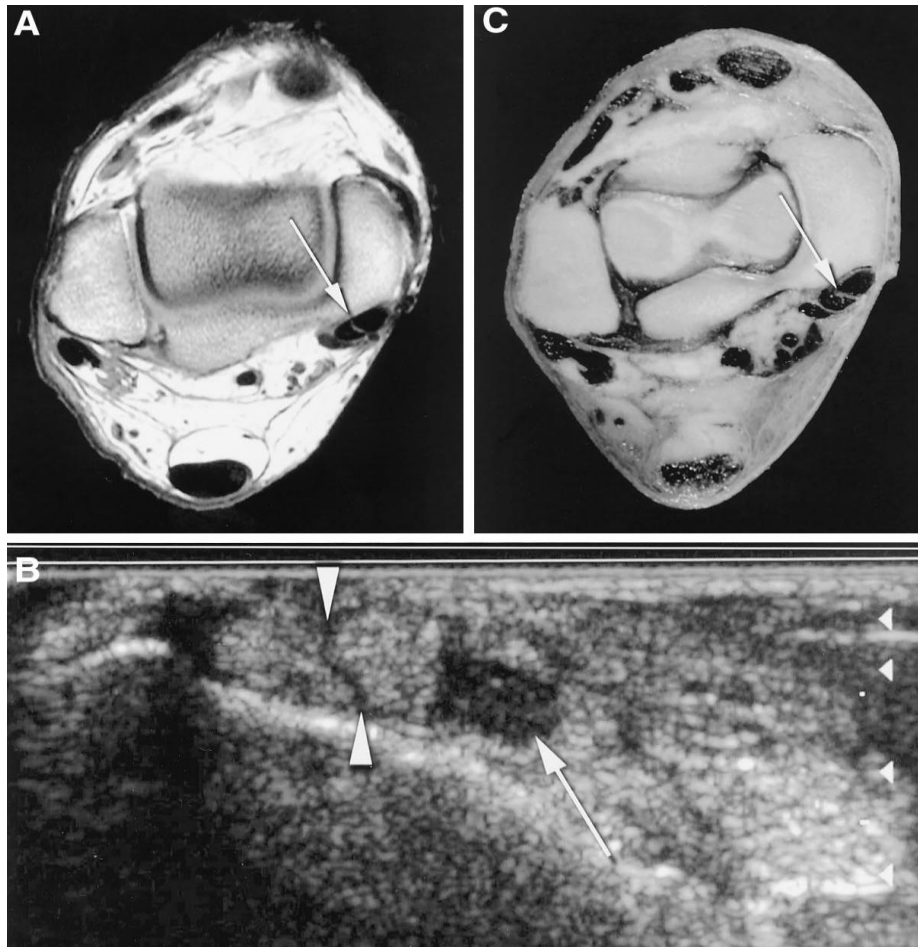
Lésion du tendon tibia postérieur vue sur IRM (A) ; échographie (B) et coupe anatomique (C) (20)
